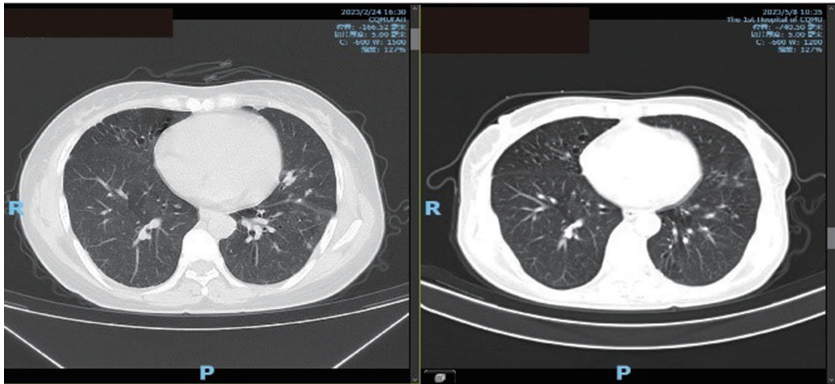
抗结核治疗 2 个月后胸部 CT(右)与初诊(左)影像对比
